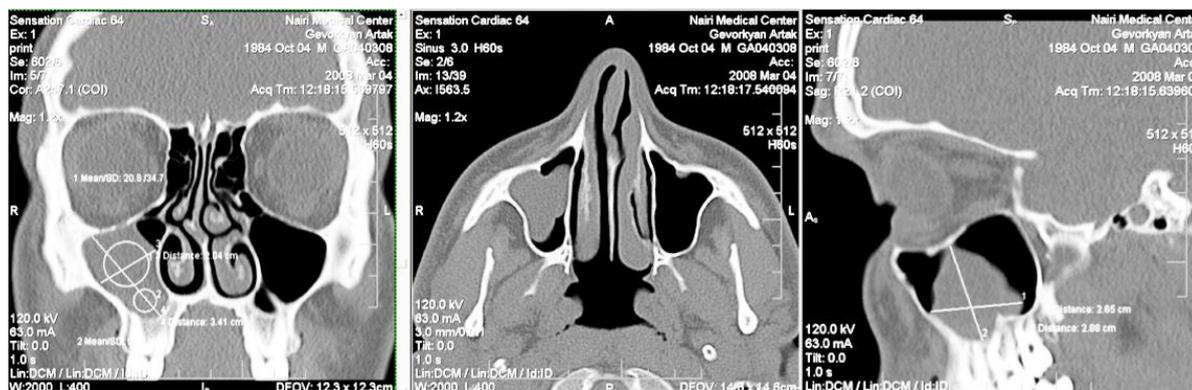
Больная М. Н., 32 г., КТ в коронарной, аксиальной, сагиттальной проекциях: киста правой верхнечелюстной пазухи, искривление перегородки носа, хронический гипертрофический ринит.
